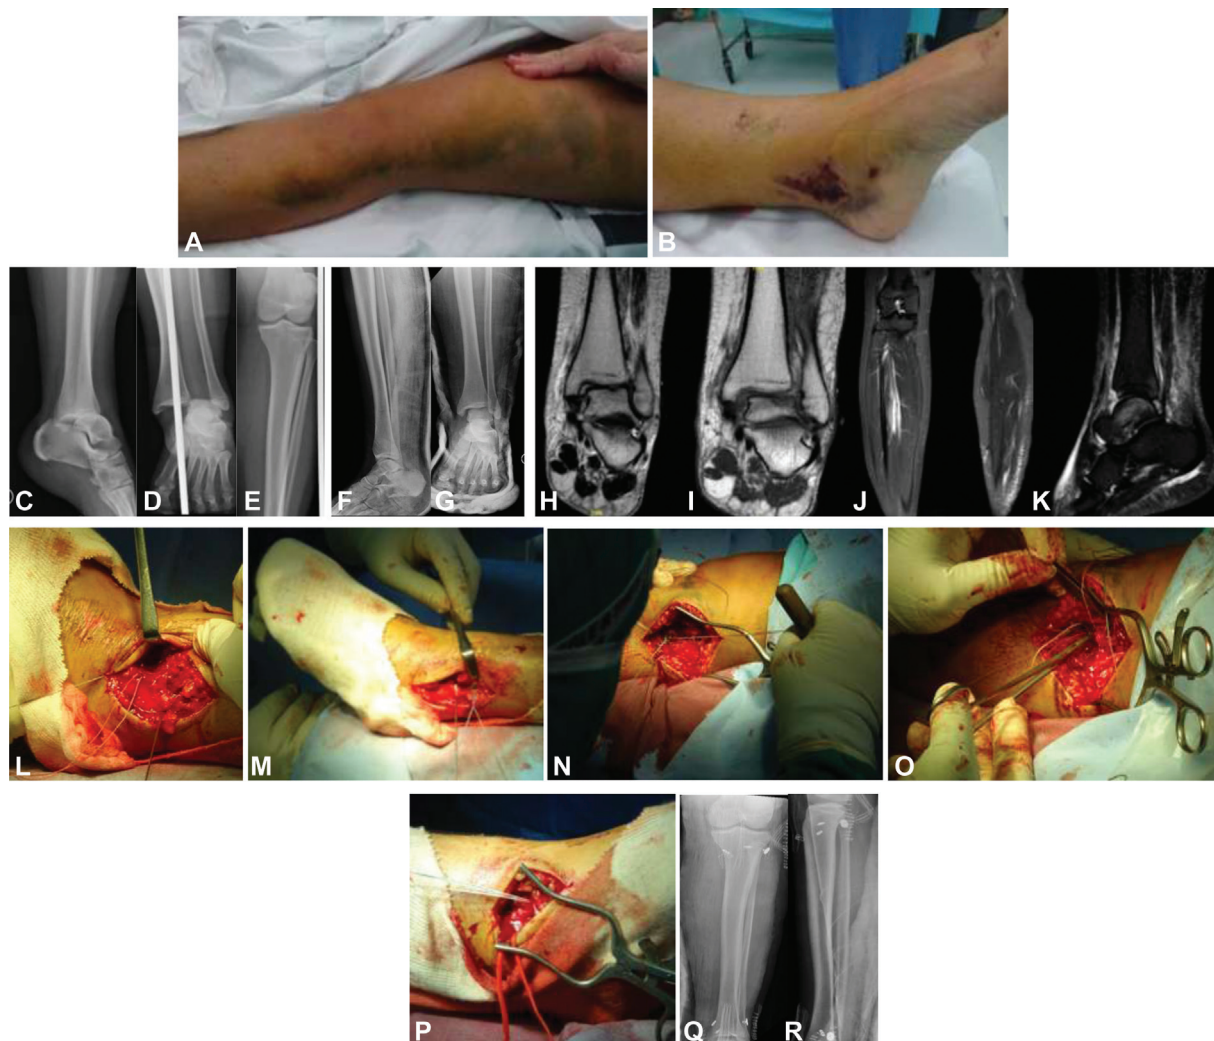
(A,B): Contusiones en las caras externa e interna de la rodilla. También aparecieron lesiones similares en ambos lados del tobillo ipsilateral. (C-E) Luxación tibioastragalina pura sin fractura. (F,G) Radiografía posreducción que muestra la persistencia del ensanchamiento de la articulación tibioastragalina (espacio claro medial). (H-K) Resonancia magnética que muestra rotura completa de la syndesmosis del tobillo y del ligamento deltoideo, y, proximalmente, fractura de meseta tibial externa no desplazada e imagen sugestiva de fractura de cabeza de peroné no desplazada. (L) Reparación de la syndesmosis distal con un implante TWINFIX. (M,N) Reducción de la syndesmosis distal y proximal con implantes INVISIKNOT (O) Reparación del ligamento colateral y tendón del bíceps con implante. (P) Reparación del ligamento deltoideo con otro implante TWINFIX (Q,R) Radiografías posoperatorias que muestran la reducción y el mantenimiento mediante implantes INVISIKNOT y TWINFIX.
